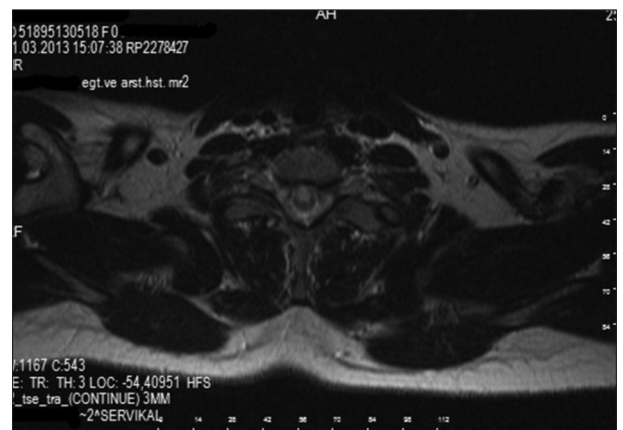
T2 weighted MRI
